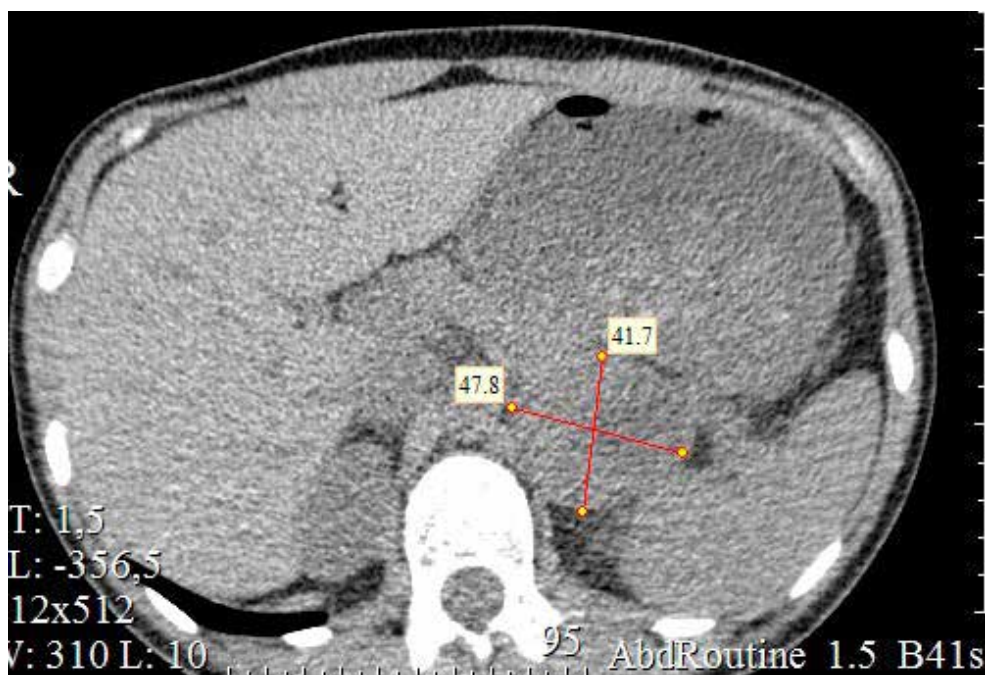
КТ-картина. Образование левого надпочечника
